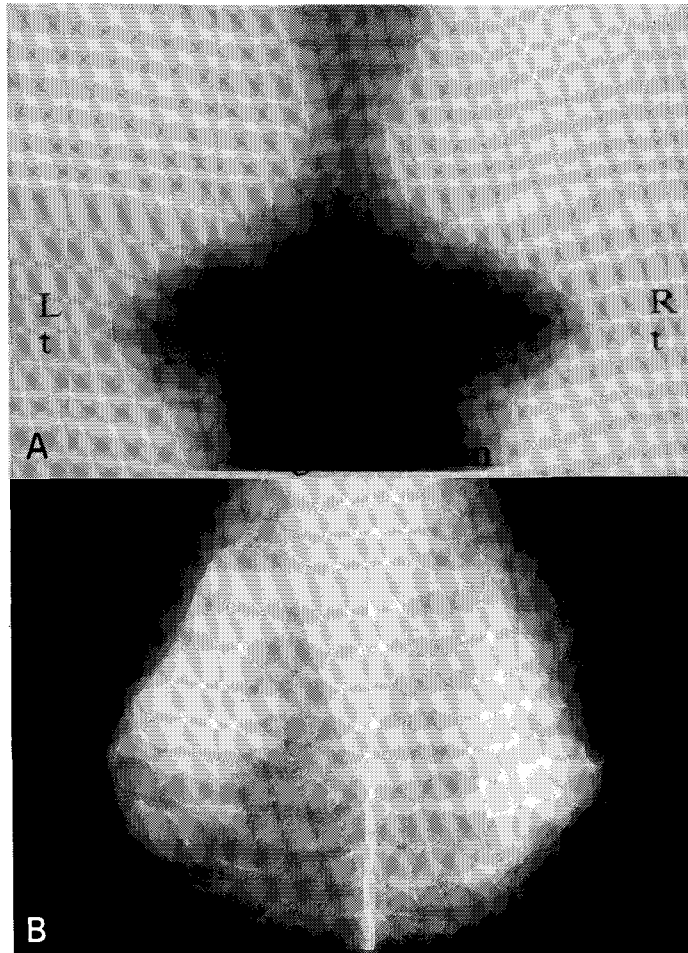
$^{99m}\text{Tc}$ -MDP mammoscintigraphy of patient with fibrocystic change. There is no definite focal hot uptake in both breast. Uptake is faint, homogeneous, and symmetric (grade 1).
